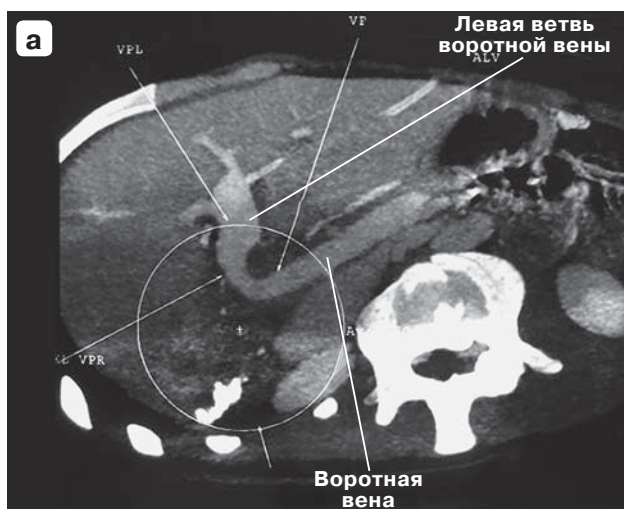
Альвеококкоз печени. Прорастание конfluence ВВ и устья левой ветви ВВ, правой ветви воротной вены: а – компьютерная томограмма; б – интраоперационное фото.
